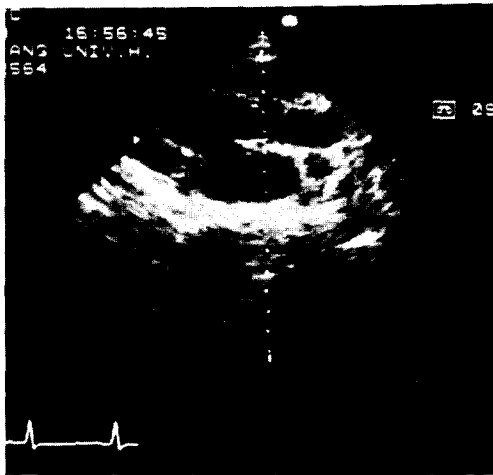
The postoperative echocardiography; well dilated the ascending aorta
